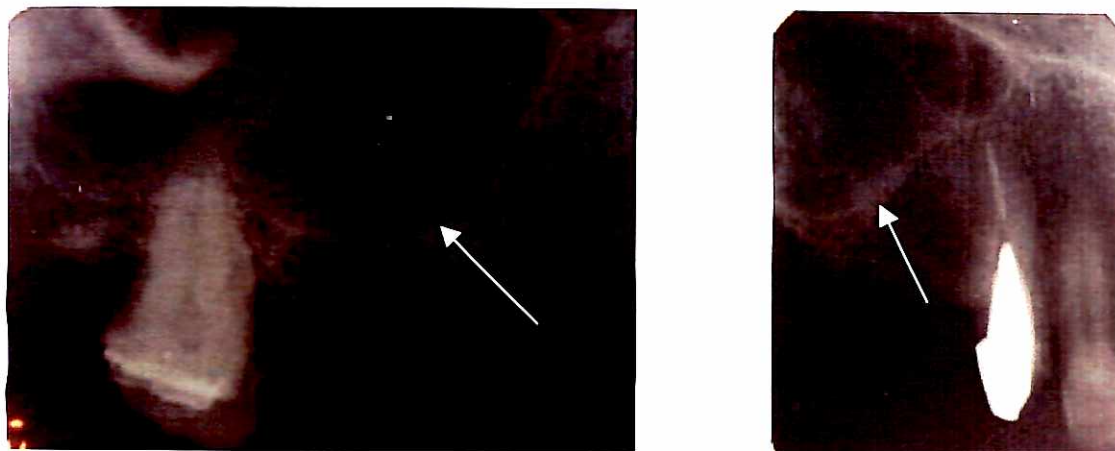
Radiografias periapicais anteriores ao levantamento do assoalho do seio maxilar direito: área edêntula de 14 a 16.
